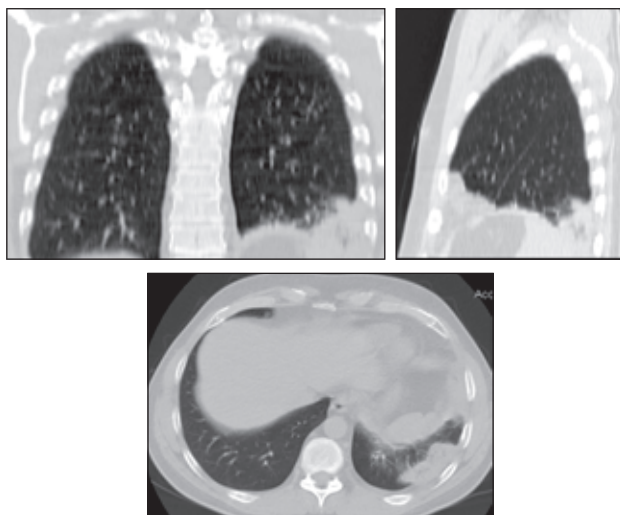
Больной Ж. Компьютерная томограмма: инфаркт-пневмония S₉ левого легкого, осложненная плевральным выпотом
